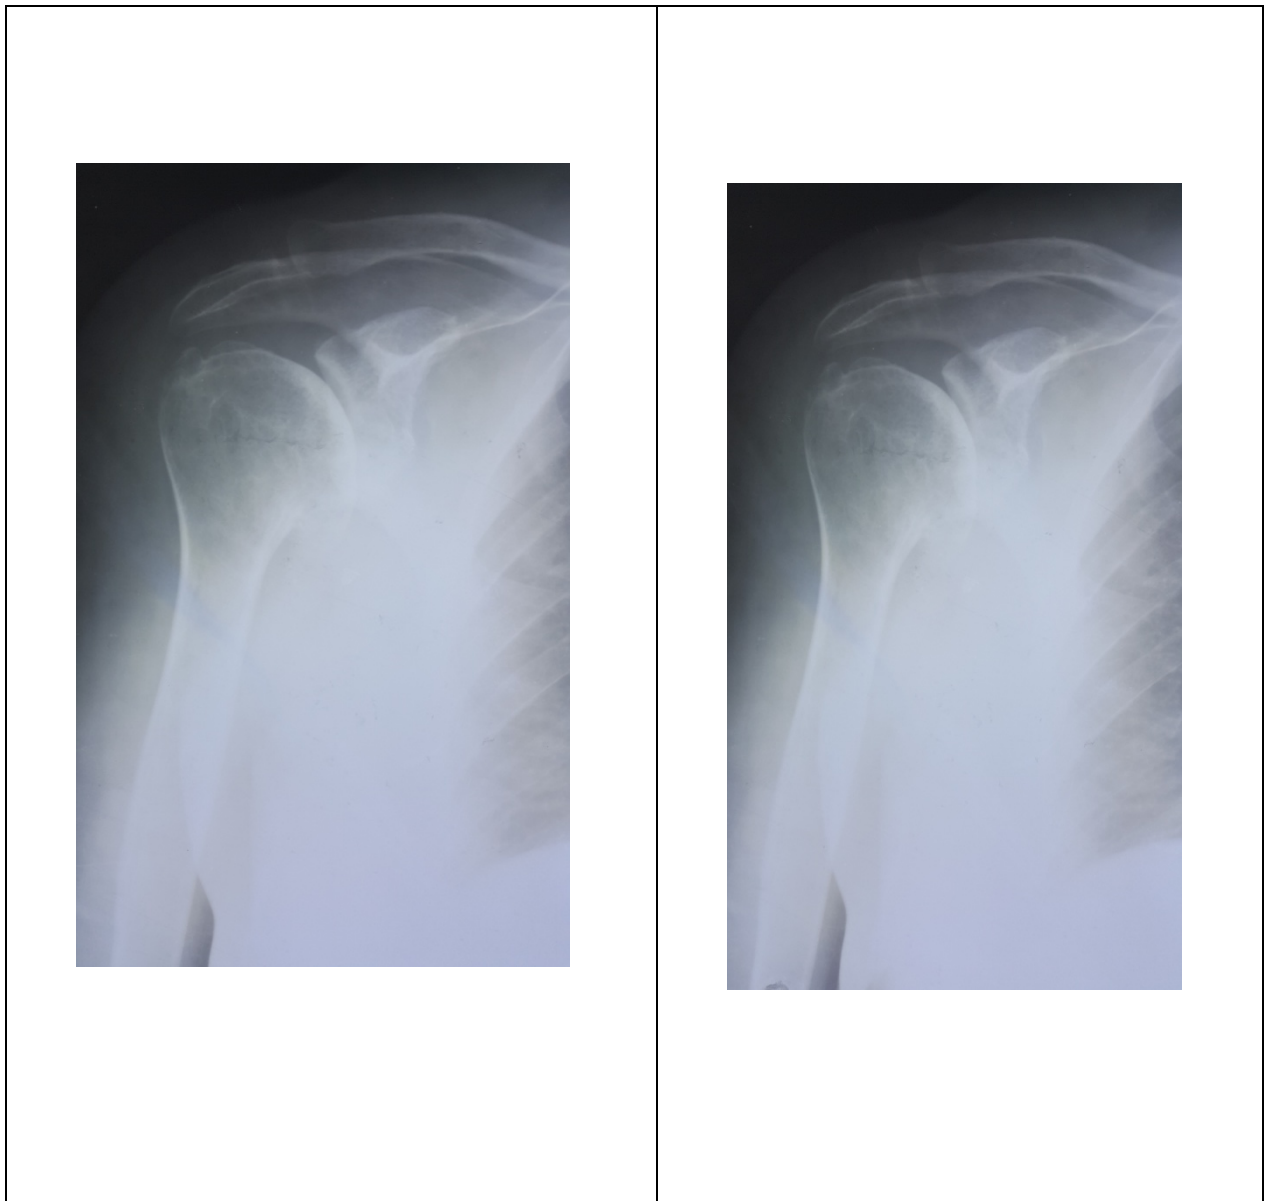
Фотовідбиток рентгенограми пацієнта К., 72 років, і/х №5698, в передньозадній проекції.
